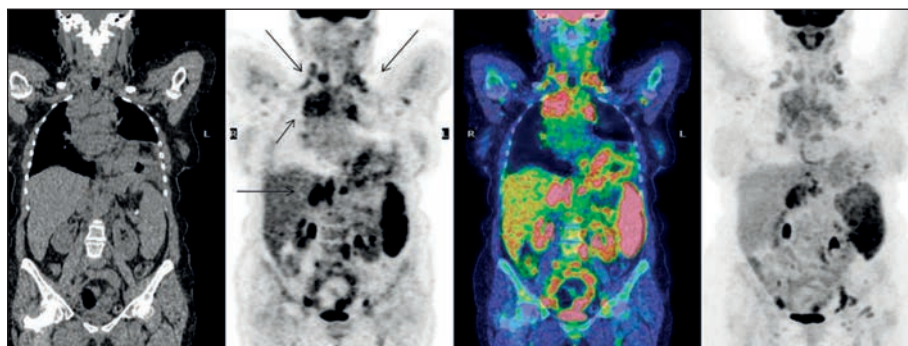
18F-FDG PET/CT: Sarcoidosi diffusa.
